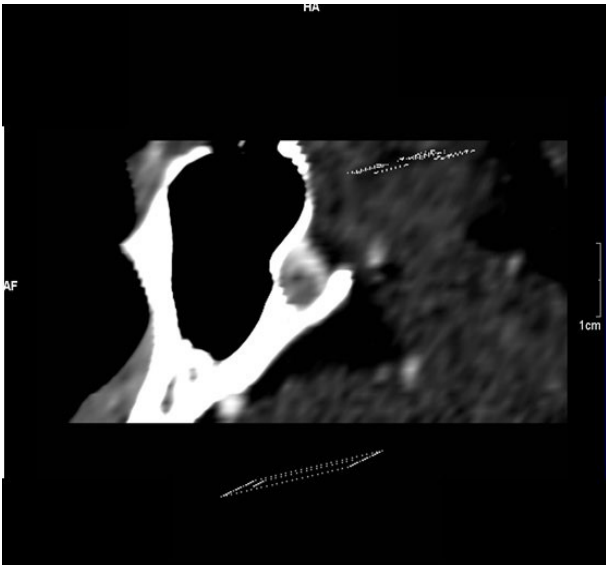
Computer tomografia la 1 an de la inițierea terapiei cu octreotid LAR 20 mg la 28 de zile.
